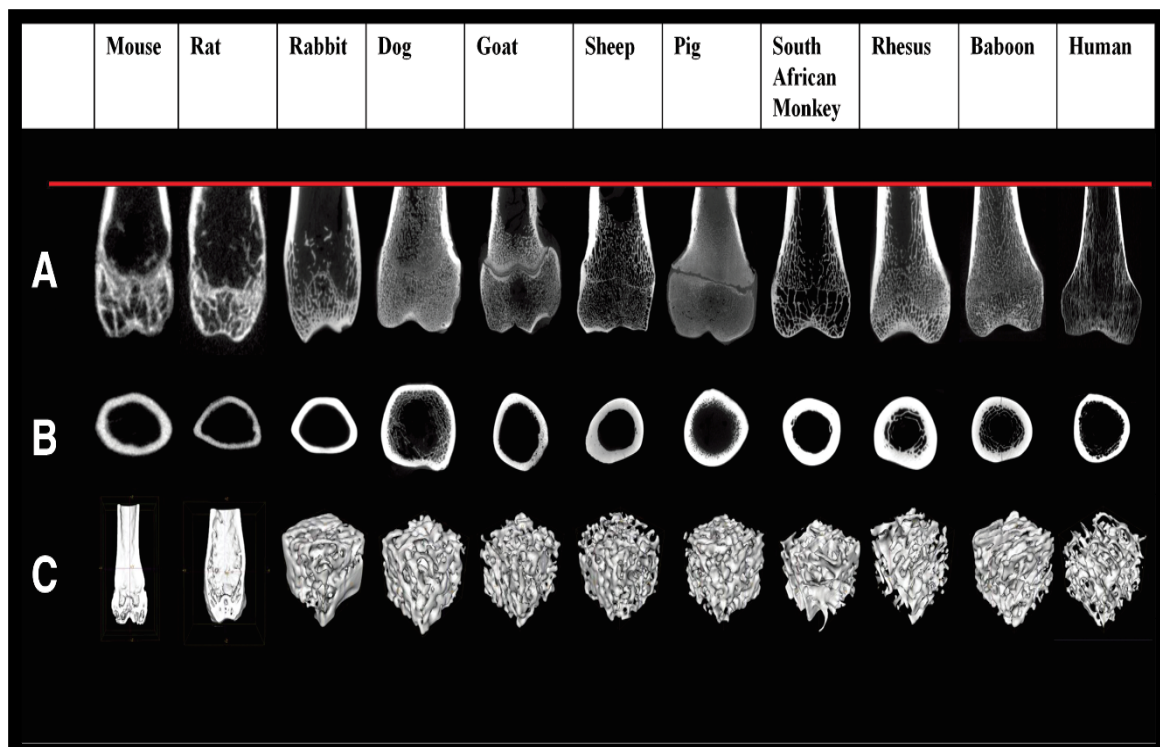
Comparación de la microestructura trabecular y cortical de fémures distales obtenida con Micro-CT (resolución de 45 mm) en diez especies diferentes de mamíferos. Adaptado de Muschler et al²⁰⁹, 2014.
